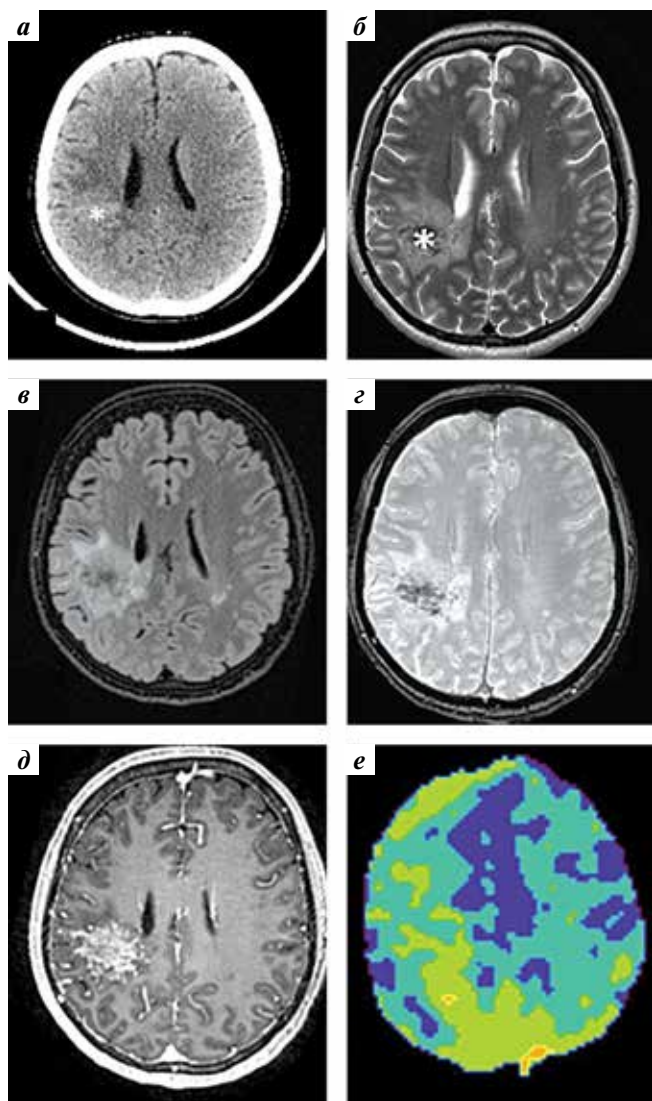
Клинический случай 1. Компьютерная (а) и магнитно-резонансная томография (б–е) головного мозга пациентки от 2023 г.: зона измененного сигнала (отмечена звездочкой) с нечеткими контурами в правой теменной доле, окруженная зоной минимального перифокального отека, слегка гиперинтенсивная на компьютерно-томографическом изображении (а), гиперинтенсивная на последовательностях T2 (б) и FLAIR (в), с множественными мелкими геморрагическими отложениями на SWAN-последовательности (г); при введении контрастного препарата отмечается его гетерогенное накопление (д); при перфузионном исследовании – небольшое повышение показателя  $T_{max}$  (е)
